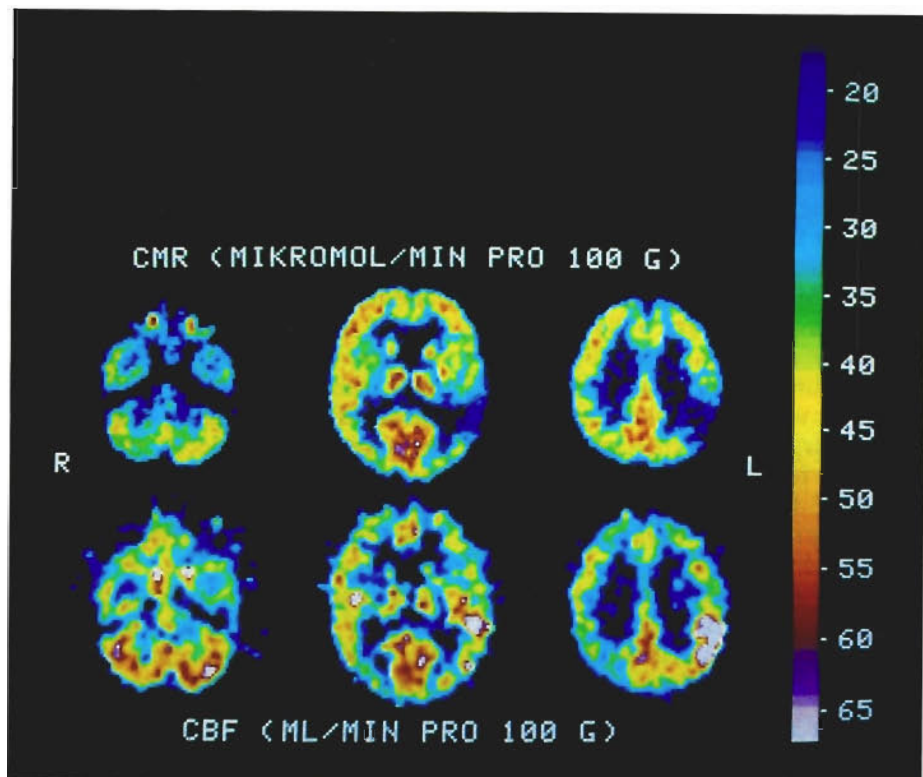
Positronen-Emissions-Tomographie-Schnittbilder zur Messung des zerebralen Glukosestoffwechsels (CMR, oben) und der Hirndurchblutung (CBF, unten) in Höhe Kleinhirn/basaler Temporallappen (links), Thalamus/Stammganglien (Mitte) und Zentrum semiovale (rechts) bei frischem zerebralen ischämischen Insult
